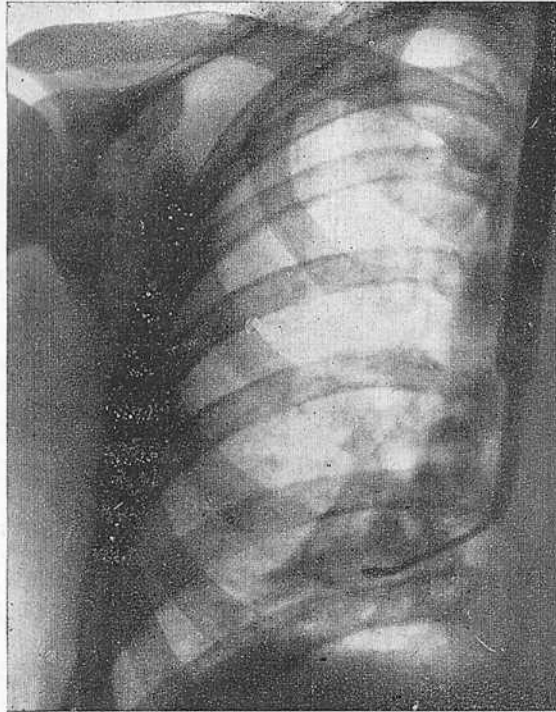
Рентгенограмма больного В.
